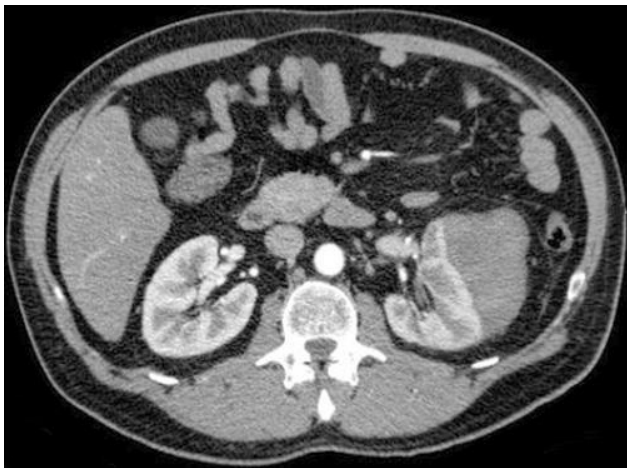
Vista axial de la TAC que muestra el riñón derecho normal y el hematoma renal subcapsular izquierdo.
